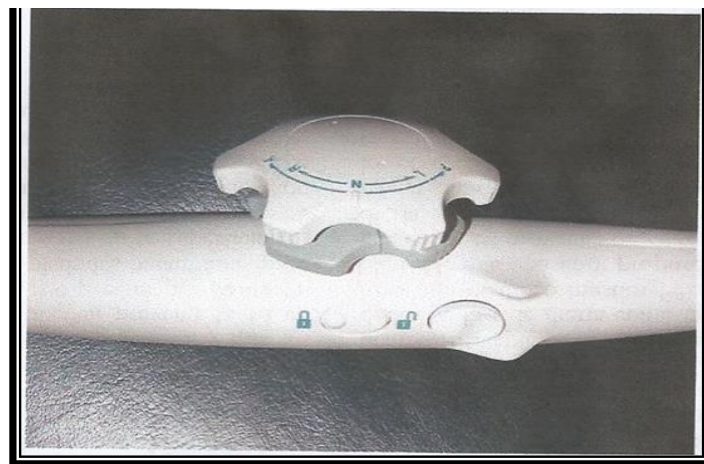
Sonda de ecocardiografía transesofágica en la que se observan las dos ruedas que permite el control externo para la realización de los movimientos laterales y las anteversiones y retroversiones de la sonda. Además consta de un dispositivo de fijación (imagen de candado) para bloquear los movimientos.
